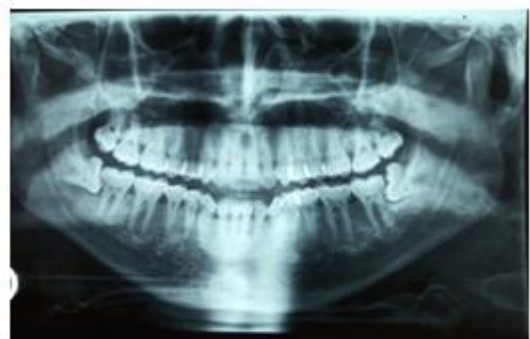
orthopantomogramme: dents de sagesse inférieures en désinclusion
